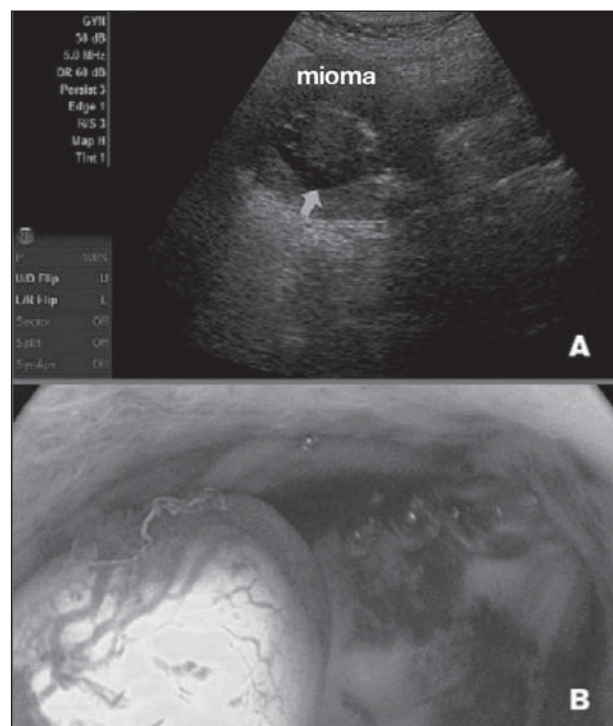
Ultrasonografia (A) e isteroscopia (B) combinate.
